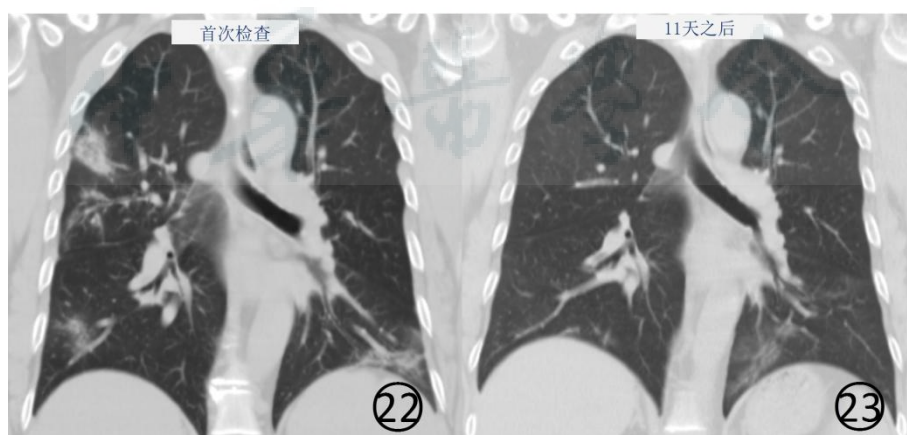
，23 男，48 岁。基线（图 22）CT 平扫肺窗显示多发斑片状磨玻璃阴影和实变，治疗 11d 后（图 23），肺内病变明显吸收、消散，左下肺存留少许纤维化病变
